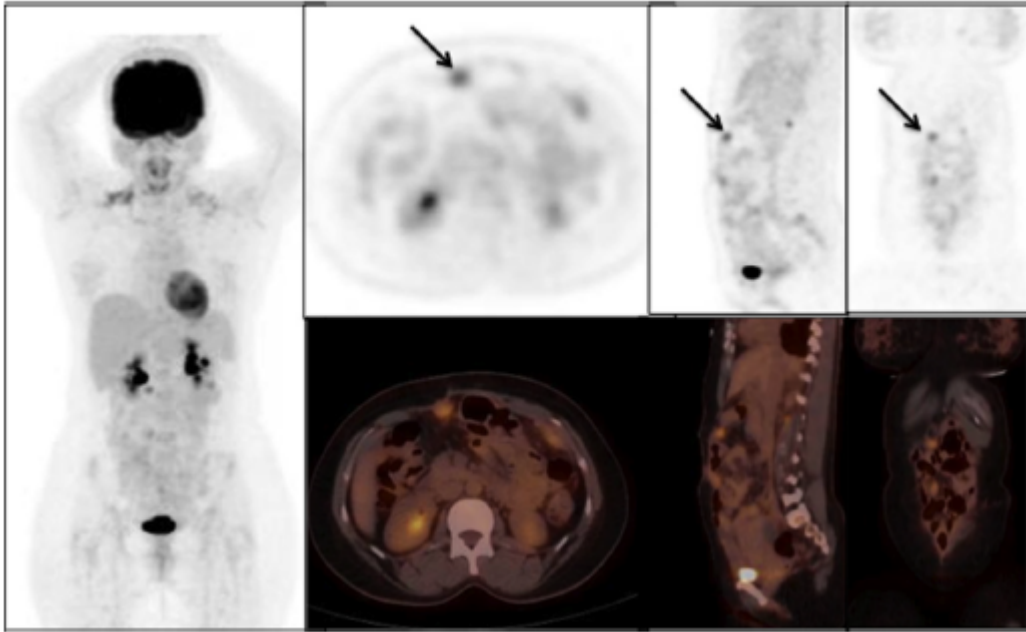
Sarcome de l'intestin grêle , Suspicion de nouvelle récurrence deux ans après la première récurrence en raison de la visualisation d'une lésion tissulaire en arrière de la paroi abdominale sur la TDM de surveillance. TEP/ TDM au FDG mettant en évidence 3 foyers nodulaires péritonéaux dont le plus franc (SUVmax = 5) (flèche) correspondait à la lésion suspecte en TDM.
